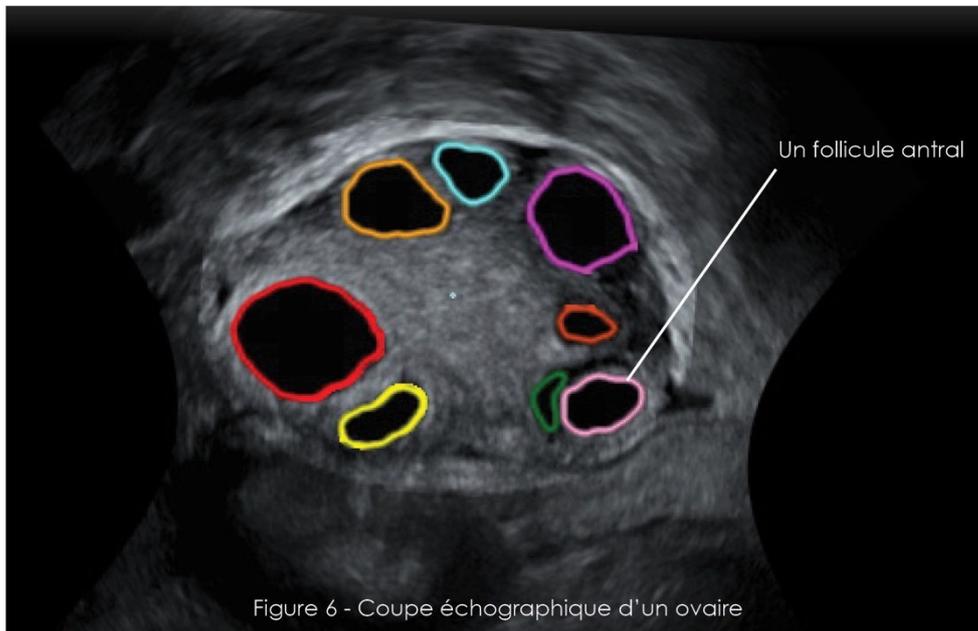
Coupe échographique d'un ovaire
